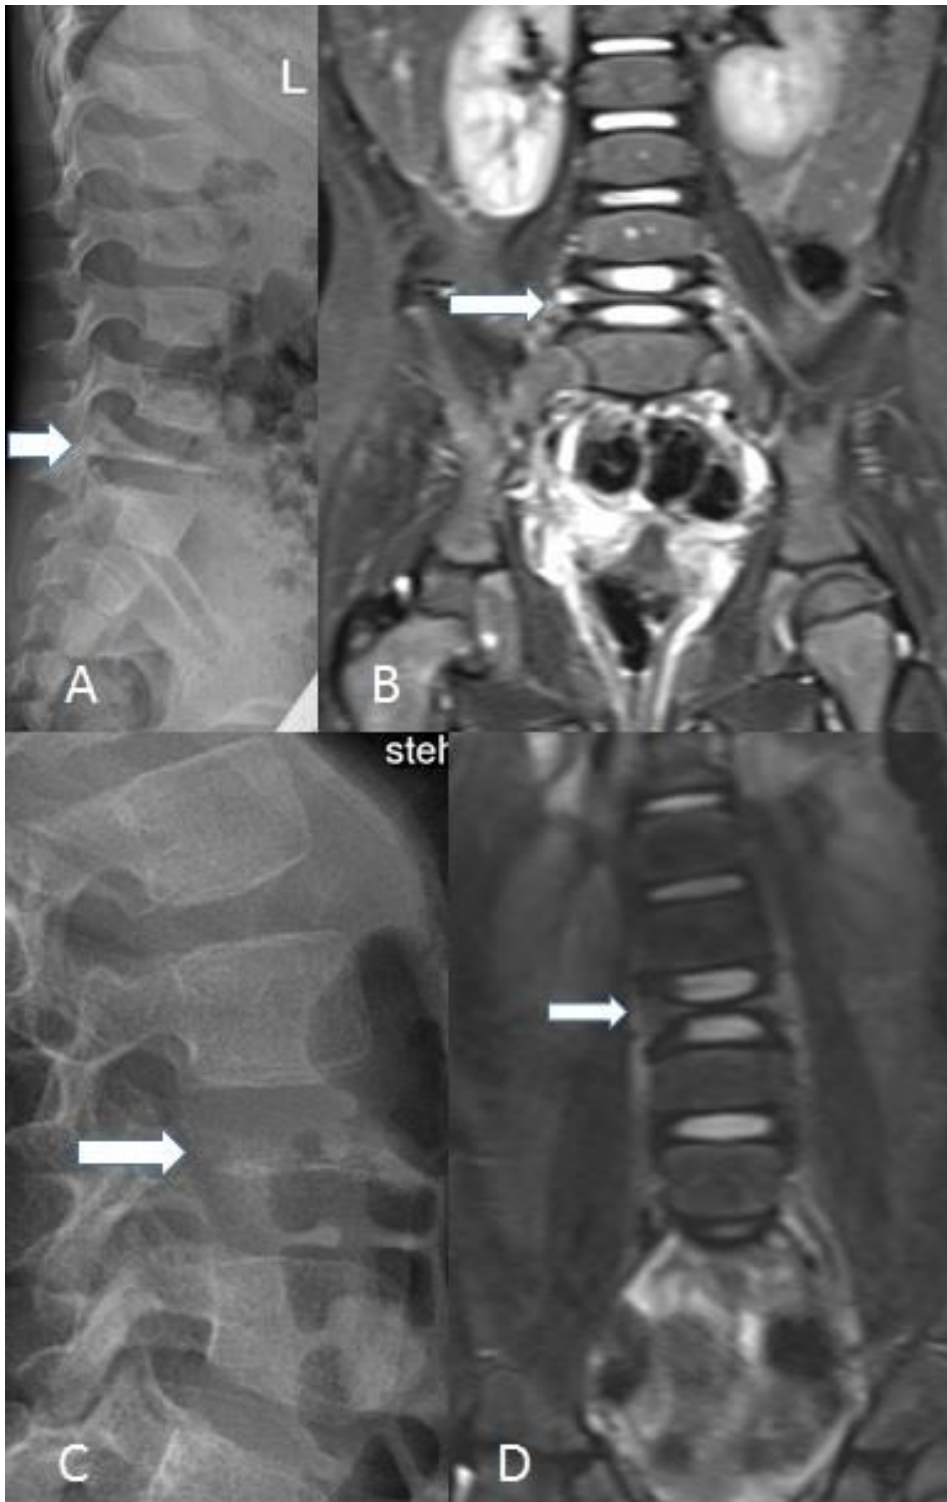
A und B): 3-jähriges Mädchen mit lateraler Röntgenaufnahme der LWS (A) und korrespondierend koronarer STIR-Sequenz der LWS in 4 mm Schichtdicke (B) mit Nachweis eines kompletten Wirbelkollapses von LWK 5 im Sinne einer Vertebra plana. C und D) 7,3-jähriges Mädchen mit lateraler Röntgenaufnahme der LWS (C) und korrespondierend koronarer STIR-Sequenz der LWS in 4 mm Schichtdicke (D) mit Nachweis eines kompletten Wirbelkollapses von LWK 3 im Sinne einer Vertebra plana.
